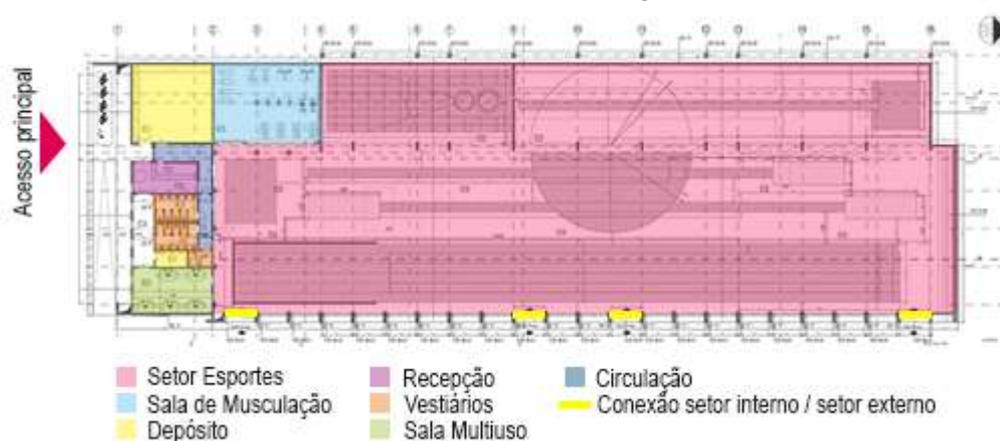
Instalação do CT de atletismo do Jamor
